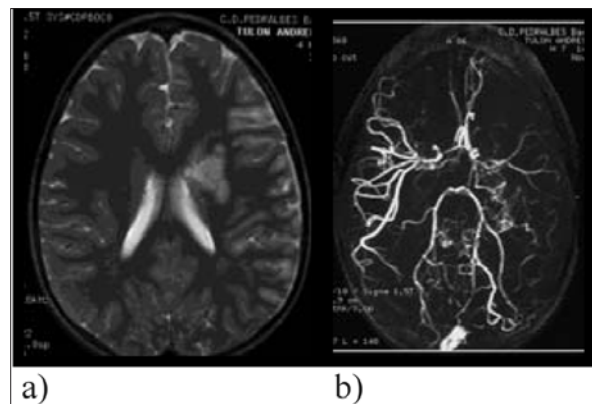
Caso 5. Enfermedad de moyamoya. a) Resonancia magnética craneal: infarto secual silviano izquierdo y subcortical frontal derecho; b y c) angiorresonancia: pobre vascularización bihemisférica, con mayor afectación izquierda.
